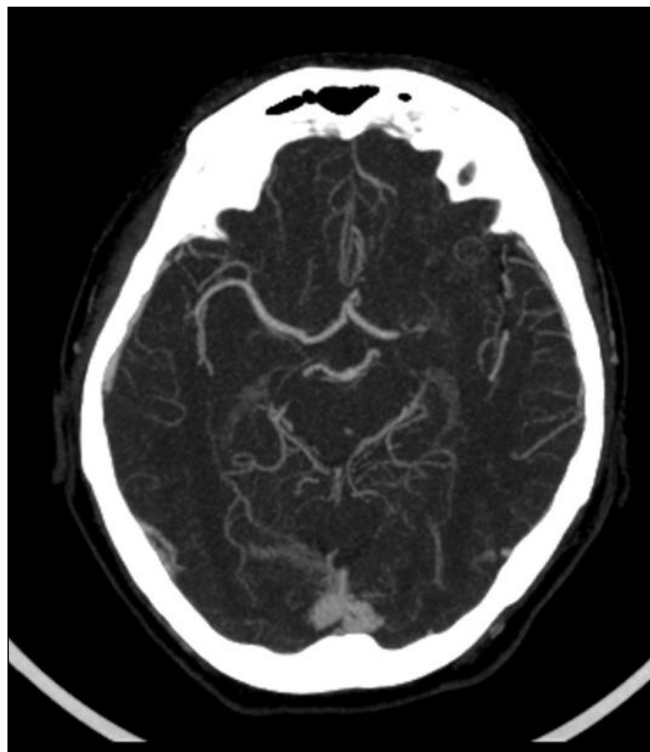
Imagen de estudio de angio-TC, se aprecia el intenso realce de la vasculatura tras la administración del medio de contraste, objeto de estudio en este tipo de exploración.
